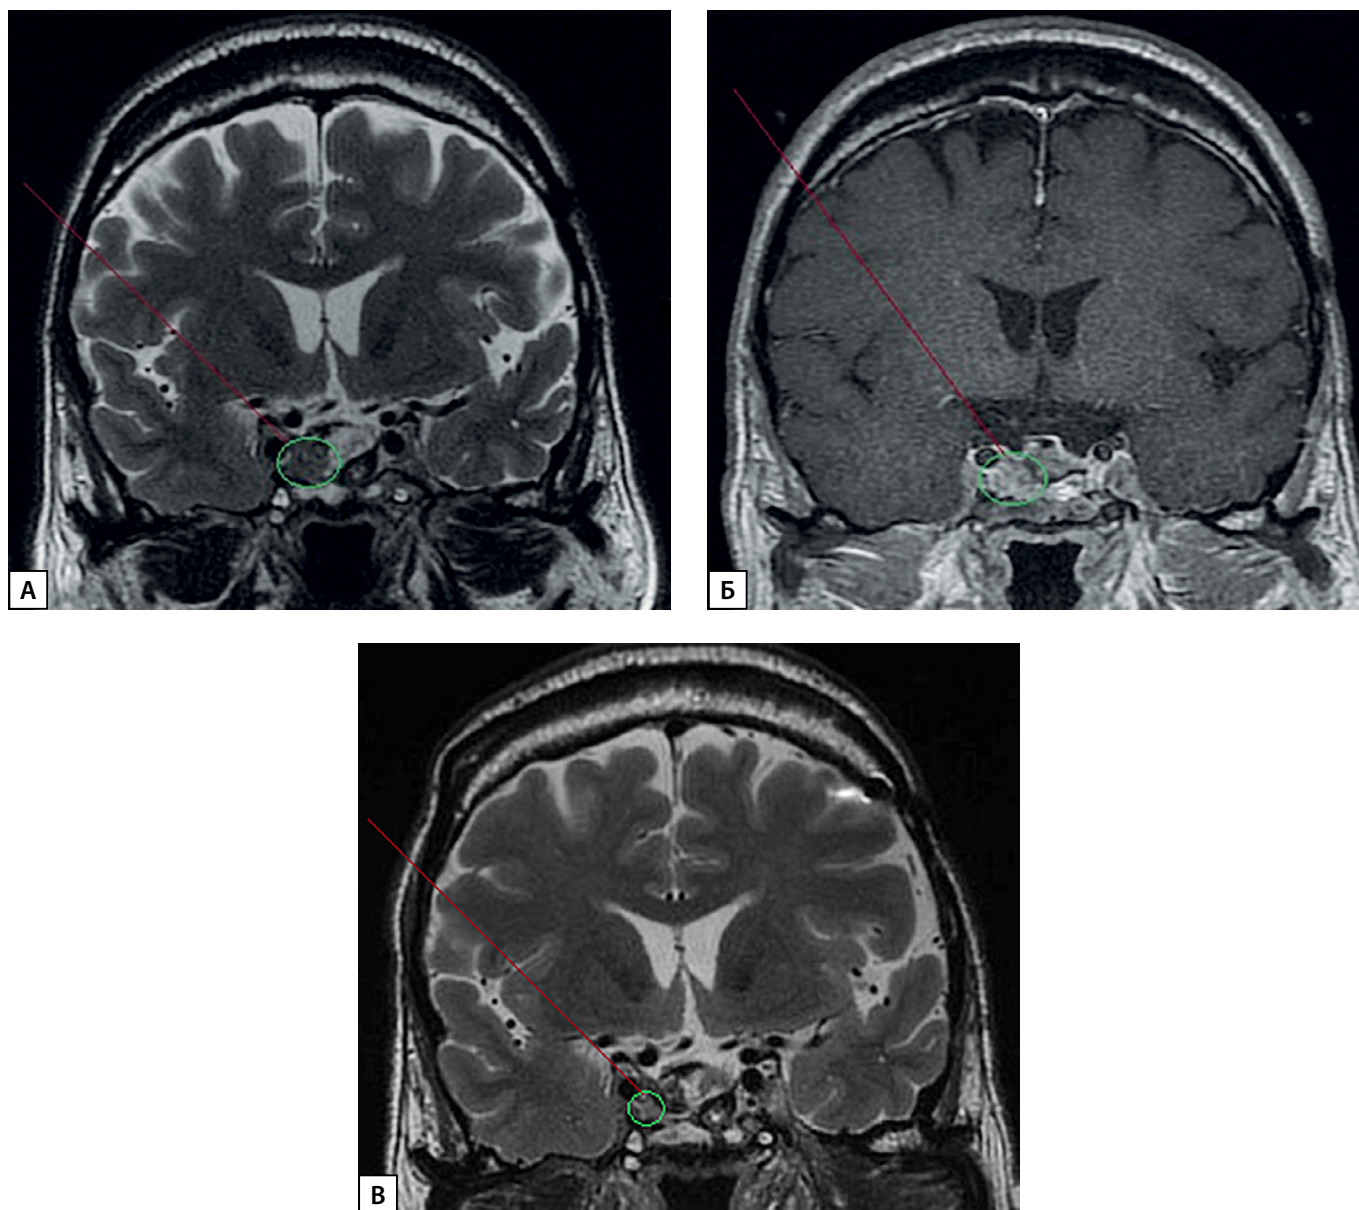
МРТ головного мозга пациента Ч.:
